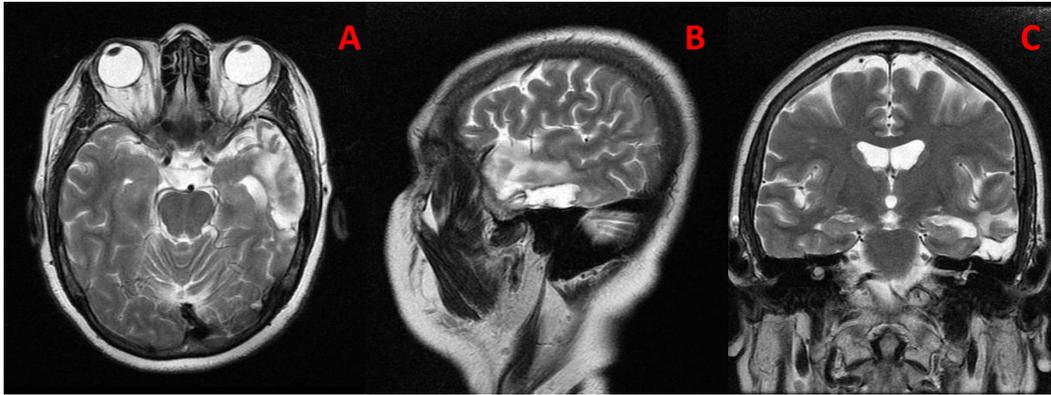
Hallazgos de la Resonancia Magnética Simple de M.C. Tomada el 10/02/2021. Tejidos blandos periféricos sin alteraciones. Parénquima cerebral heterogéneo secundario a zona de malacia a nivel del lóbulo temporal izquierdo, que se comporta isointensa a líquido cefalorraquídeo, es de morfología irregular, bordes definidos que retrae el receso temporal ipsilateral. Se observan algunas imágenes puntiformes hiperintensas en el espacio de la sustancia blanca. Resto del parénquima cerebral con adecuada diferenciación de la sustancia gris y blanca. El resto del sistema ventricular supratentorial e infratentorial es de amplitud e intensidad de señal normal. A. IRM en secuencia ponderada T2 plano axial. B. IRM en secuencia ponderada T2 plano sagital. C. IRM en secuencia ponderada T2 plano coronal (Sic. Expediente).
